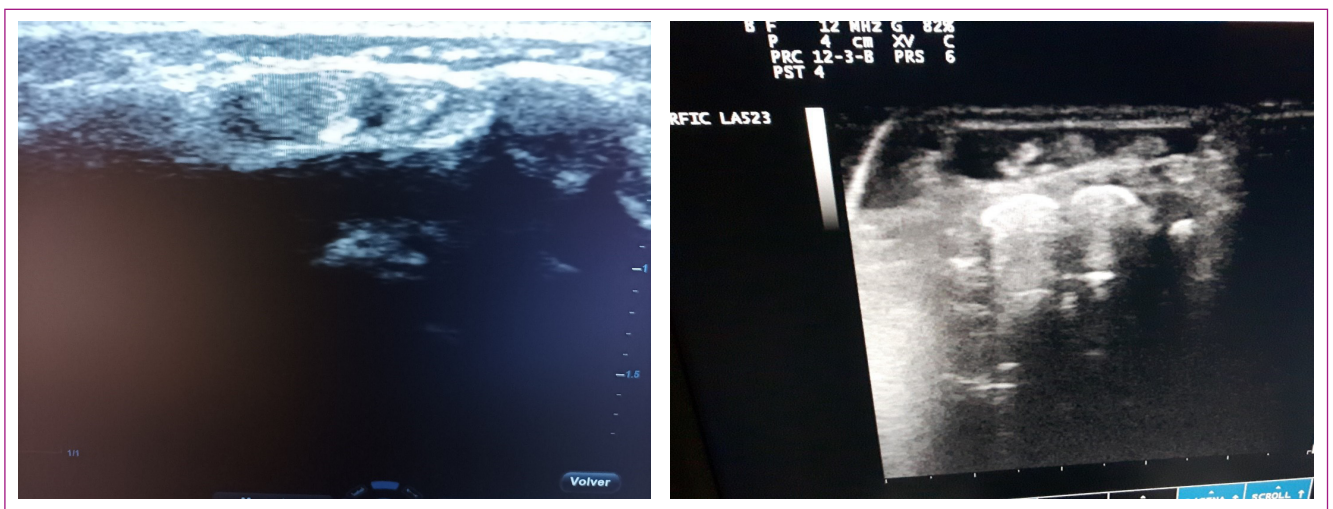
Ecografía muñeca (imagen izquierda normal, imagen derecha patológica con material anecoico líquido).
